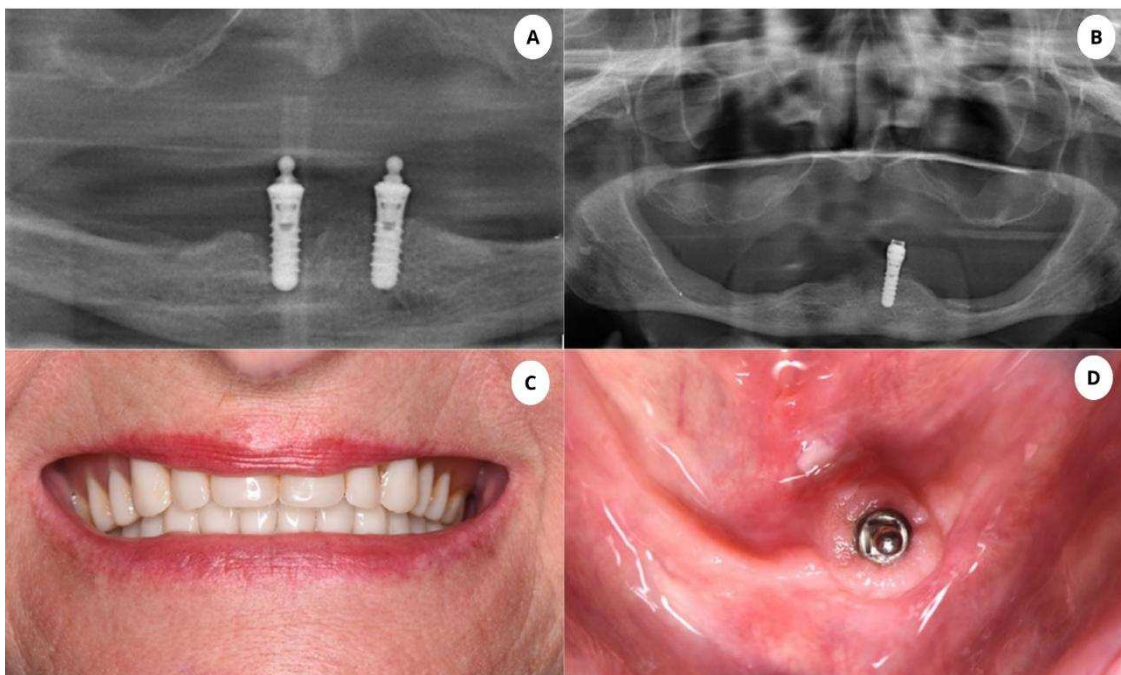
Adaptação de prótese 2-IOD para 1-IOD. A- Ortopantomografia (OPG) com dois implantes (4ºQ não osteointegrado); B- OPG com implante osteointegrado no 3ºQ; C- Vista frontal de resultado estético final; D- Vista oclusal de implante único no 4ºQ. Adaptado de (Maniewicz et al. 2024) sob licença CC BY 4.0.
